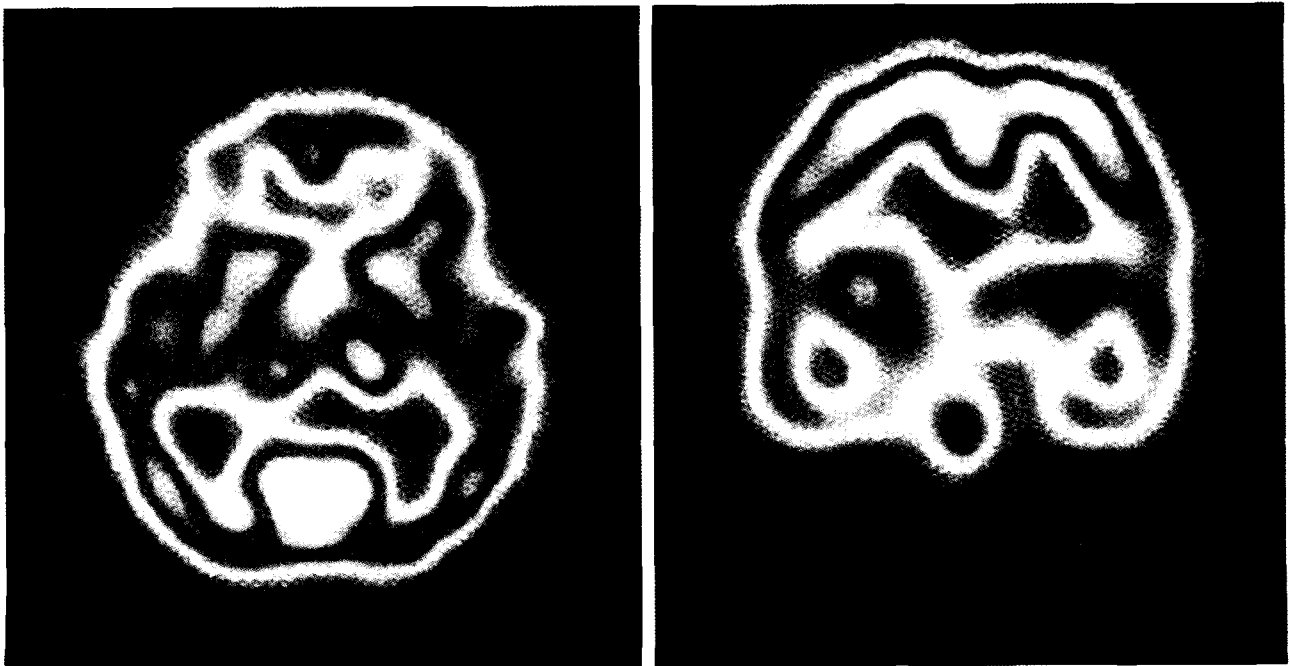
No abnormal brain SPECT findings (Left-transaxial view, Right-coronal view)
